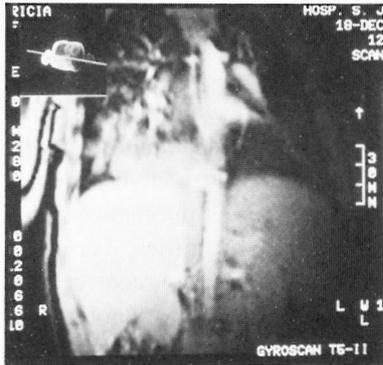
Ressonância magnética torácica que evidencia um sequestro intralobar (caso 10).
